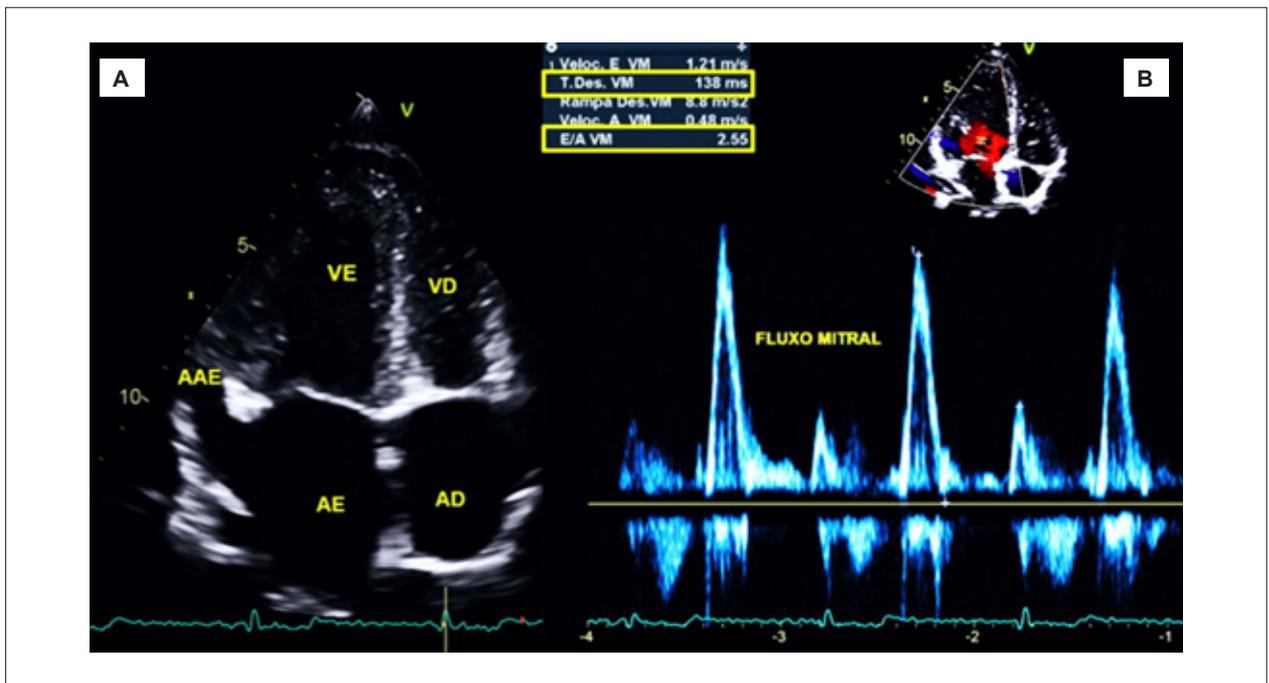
À esquerda corte apical de 4 câmaras ao eco bidimensional. À direita padrão do fluxo mitral ao Doppler em atleta jovem. AAE = apêndice atrial esquerdo; AD: átrio direito; AE: átrio esquerdo; E/A VM: relação E/A da valva mitral; T.Des. VM: tempo de desaceleração da onda E do fluxo mitral; VD: ventrículo direito; VE: ventrículo esquerdo.
